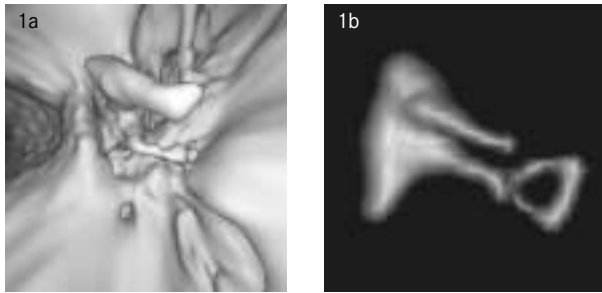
Virtuelle Endoskopie des rechten Mittelohres auf der Basis eines Multislice-Spiral-CT-Datensatzes mittels Surface-Rendering; Blick von kaudal. Abb. 1b: 3D-Darstellung der segmentierten Ossikelkette mittels Volume-Rendering
